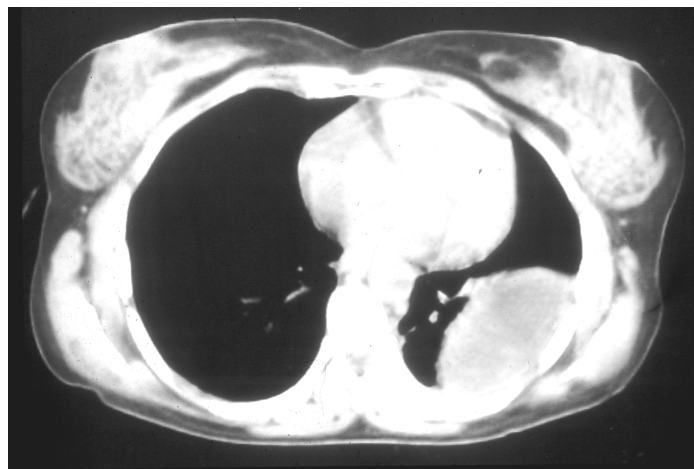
CT en el que se visualizan unas mamas normales.
